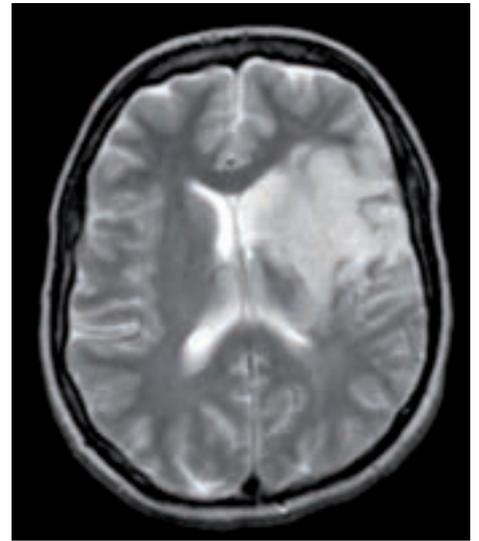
T2-gewichtete Kernspintomographie des Kopfes. Darstellung eines vorderen Teilinfarkts der Arteria cerebri media links unter Einbeziehung der Stammganglien. Die Konfiguration des Infarktes lässt eine embolische Genese vermuten (ist aber nicht beweisend).
